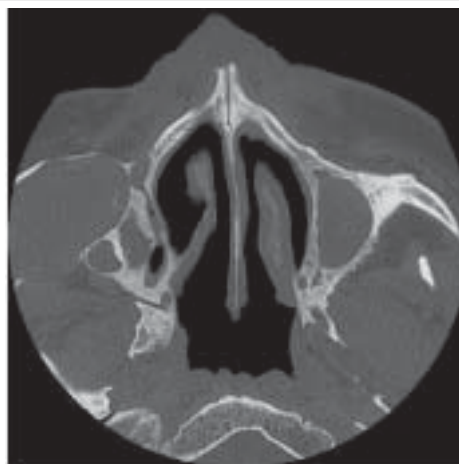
Tomodensitométrie (TDM) comparée à la figure 1 réalisée 9 ans auparavant, montrant une nette augmentation volumétrique de la lésion kystique maxillaire supérieure droite.
